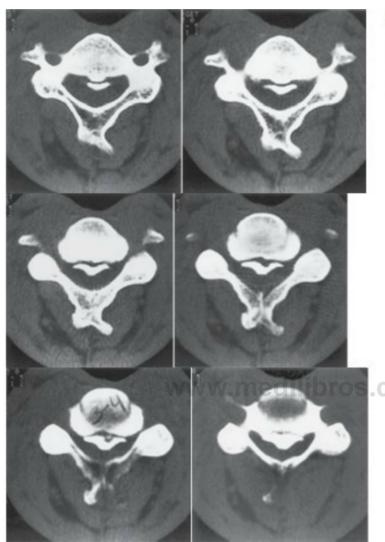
Tomografía computarizada de un paciente con osificación del ligamento longitudinal posterior. Obsérvese la cresta ósea continua presente a todos los niveles, no sólo en el espacio intervertebral. A diferencia de los espolones degenerativos calcificados, esta calcificación ligamentosa no está conectada al cuerpo vertebral. (Cortesía de Erik Gaensler.)
